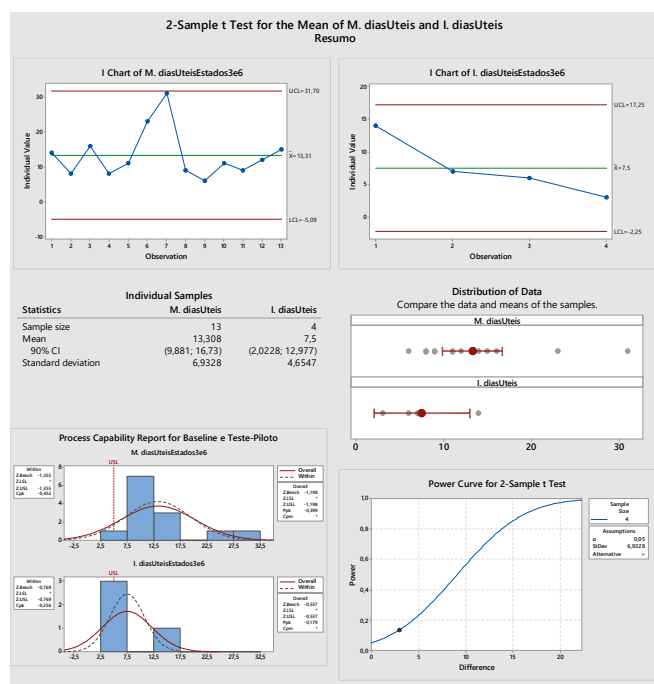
Resumo dos resultados do teste-piloto relativamente a uma Baseline que contempla apenas os equipamentos de ultrassons. Os níveis sigma, considerando USL = 5, antes e após o teste-piloto são, respetivamente, -0,452 e -0,256.
